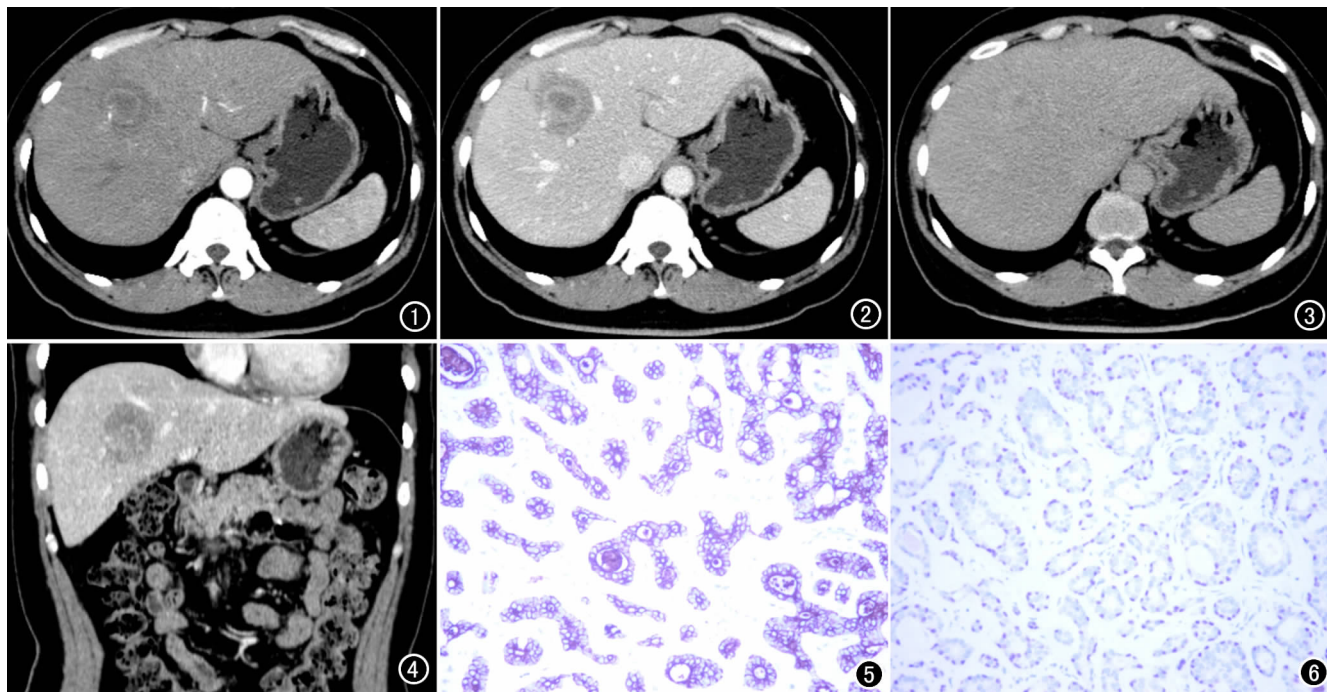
腹部 CT 增强扫描动脉期示肝右前叶占位, 边界欠清, 其内见环状强化影, 并可见分支动脉穿行。图 2 门静脉期示环状强化影范围稍增宽。图 3 延迟期示病灶呈渐进性明显强化。图 4 门静脉期冠状面示肿块与邻近血管分界不清, 局部受侵。图 5 上皮细胞 CK7 呈阳性表达(En vision X100)。图 6 肌上皮细胞 P63 呈阳性表达(En vision, $\times 100$)。
